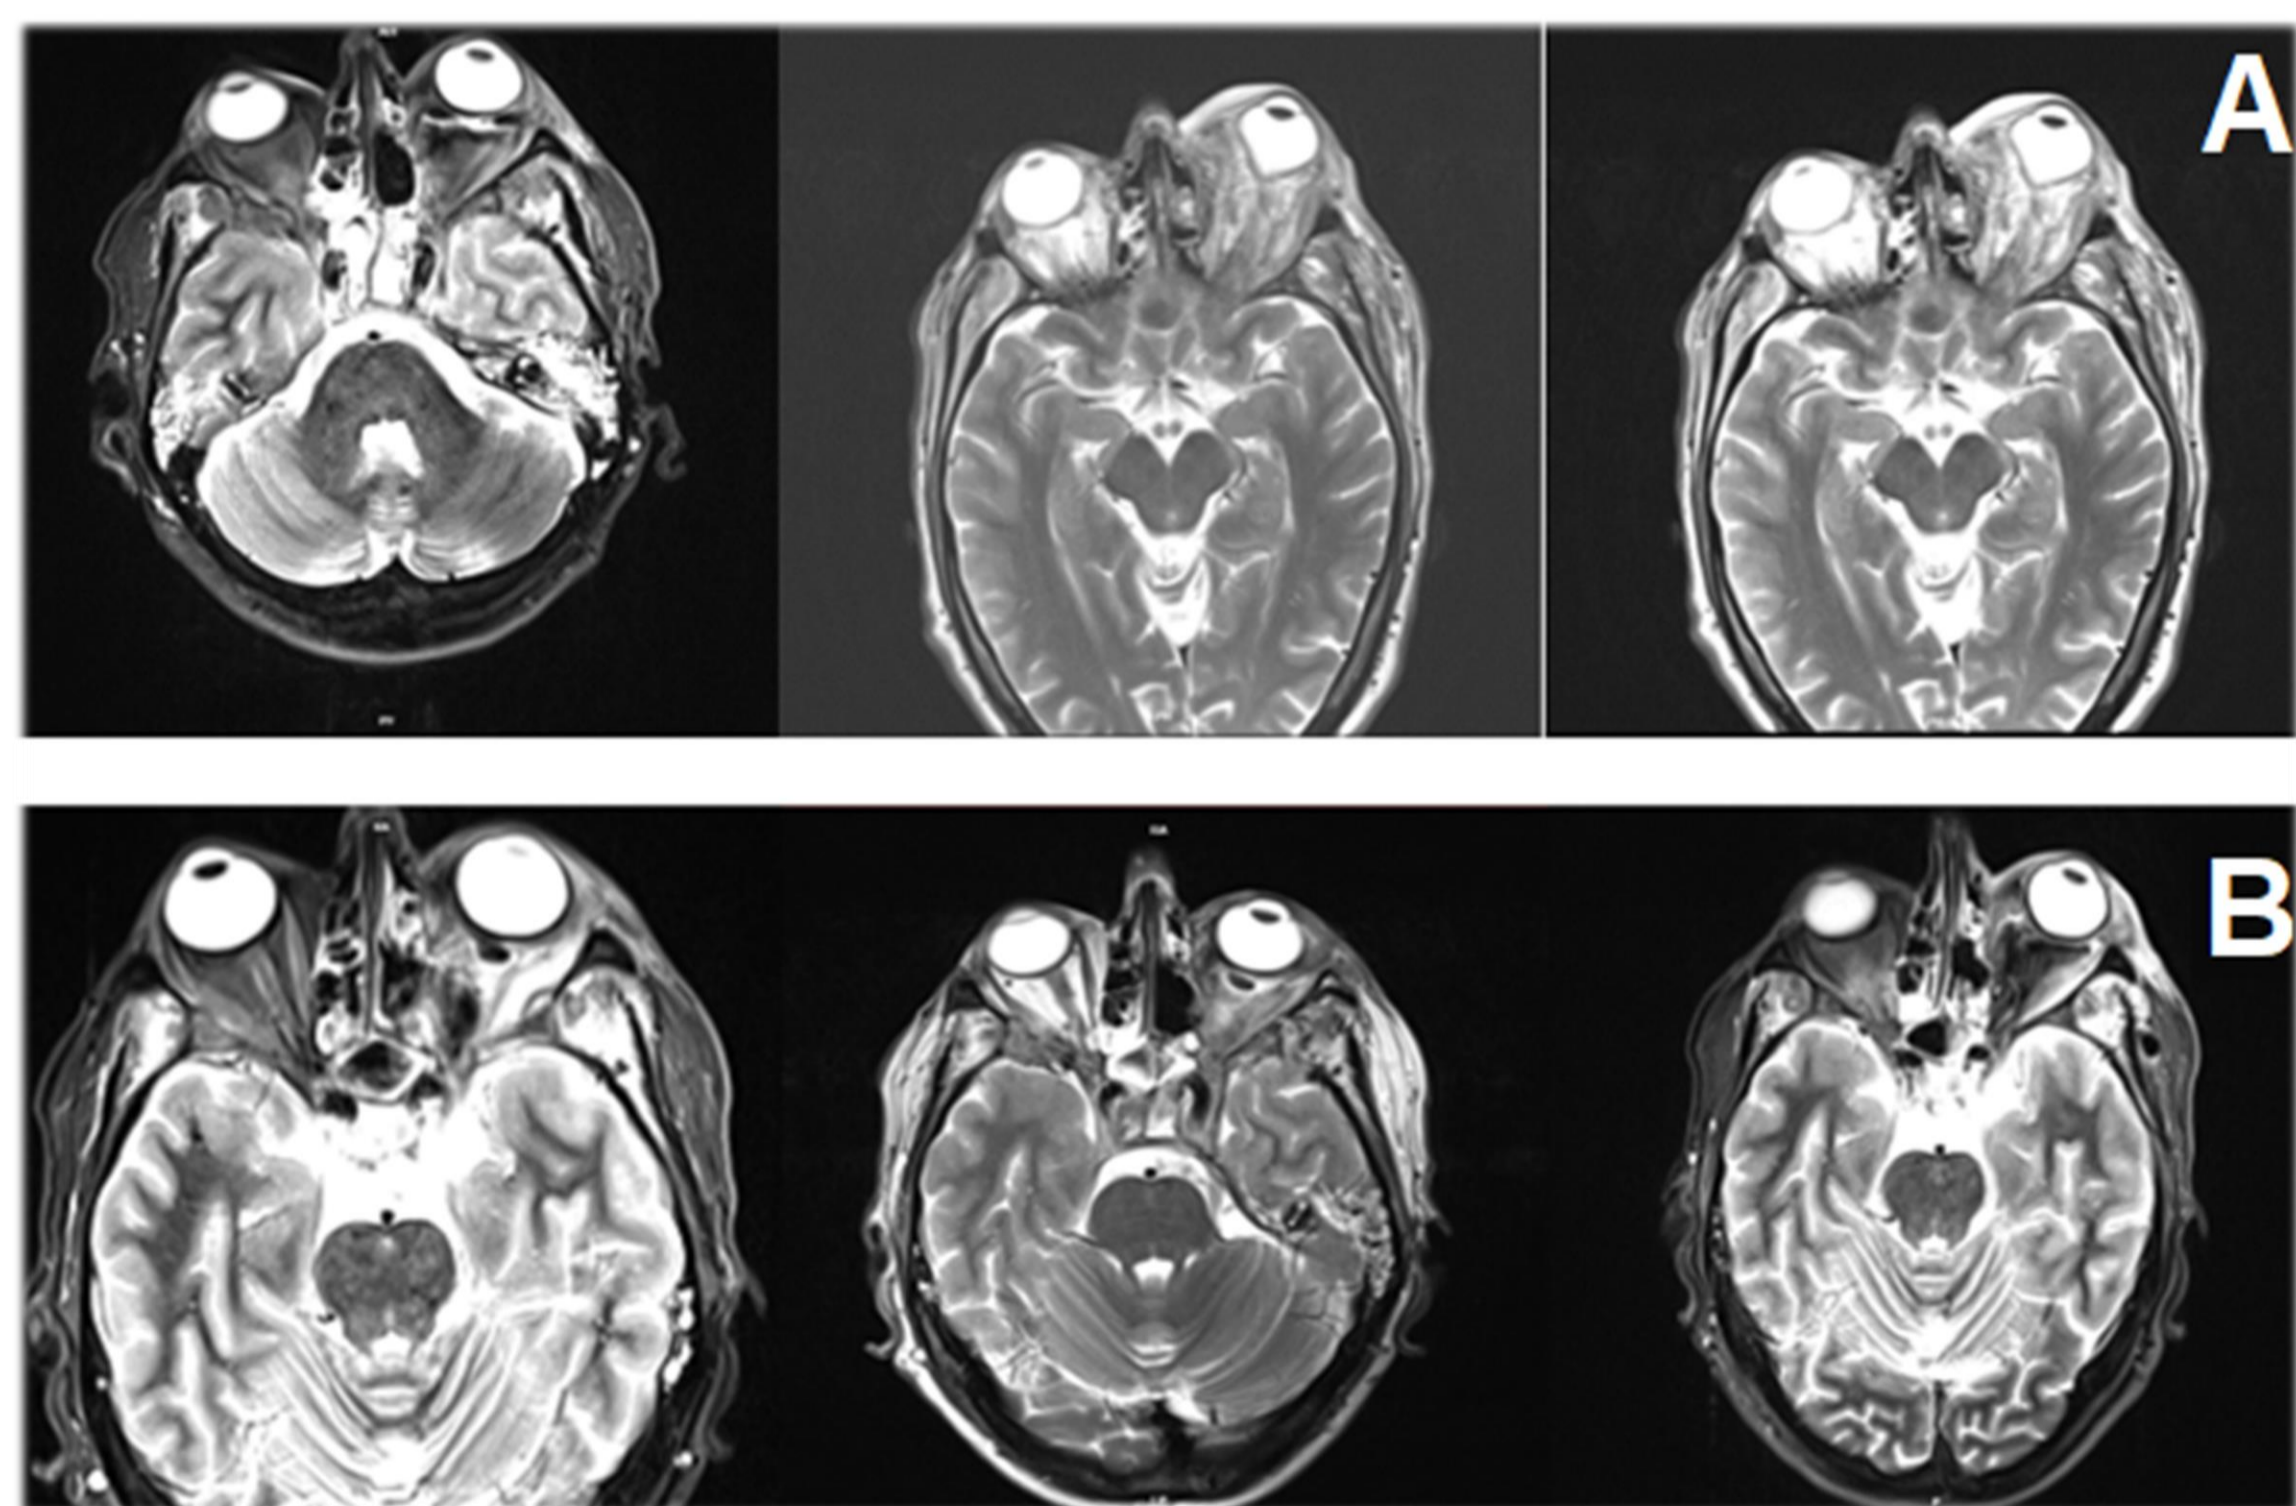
A) RMN encefalo-massiccio-facciale con mezzo di contrasto pre trattamento; B) RMN encefalo-massiccio-facciale con mezzo di contrasto post trattamento.
